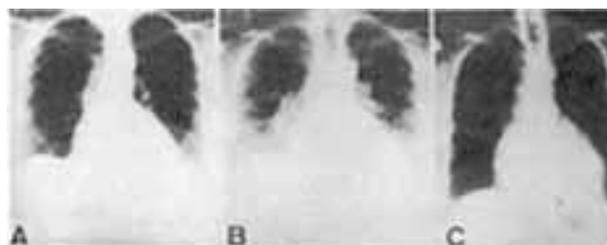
Radiografia do tórax. Em A, antes do tratamento com monoclóroimipramina, (1974). Em B, na ocasião do 1.º atendimento (1982). Em C, após o 2.º atendimento (1983).
